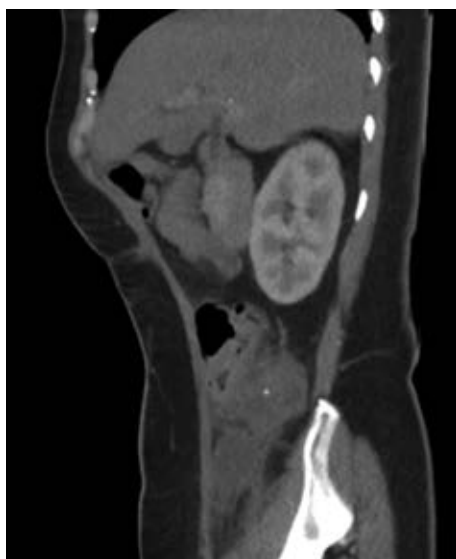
Tomografía simple y contrastada de abdomen, corte sagital. En cuadrante inferior derecho con presencia de cambios inflamatorios de la grasa pericecal.
